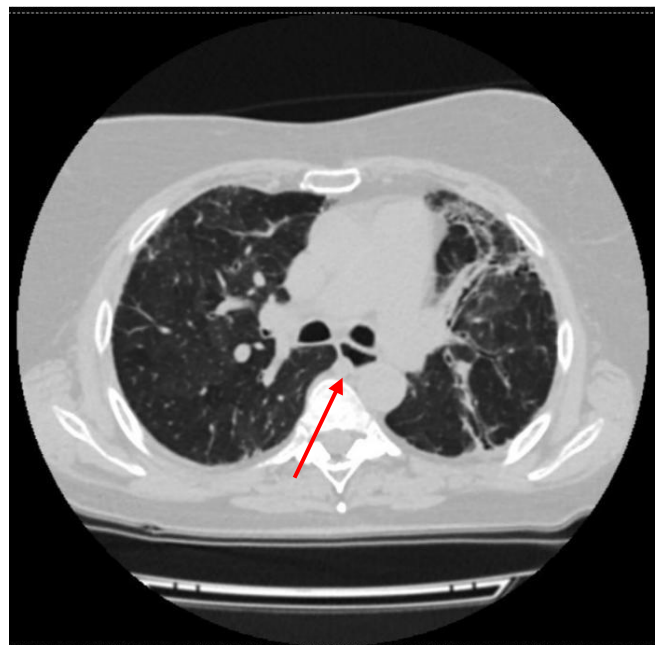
Компьютерная томография органов грудной клетки. Дилатация пищевода.
